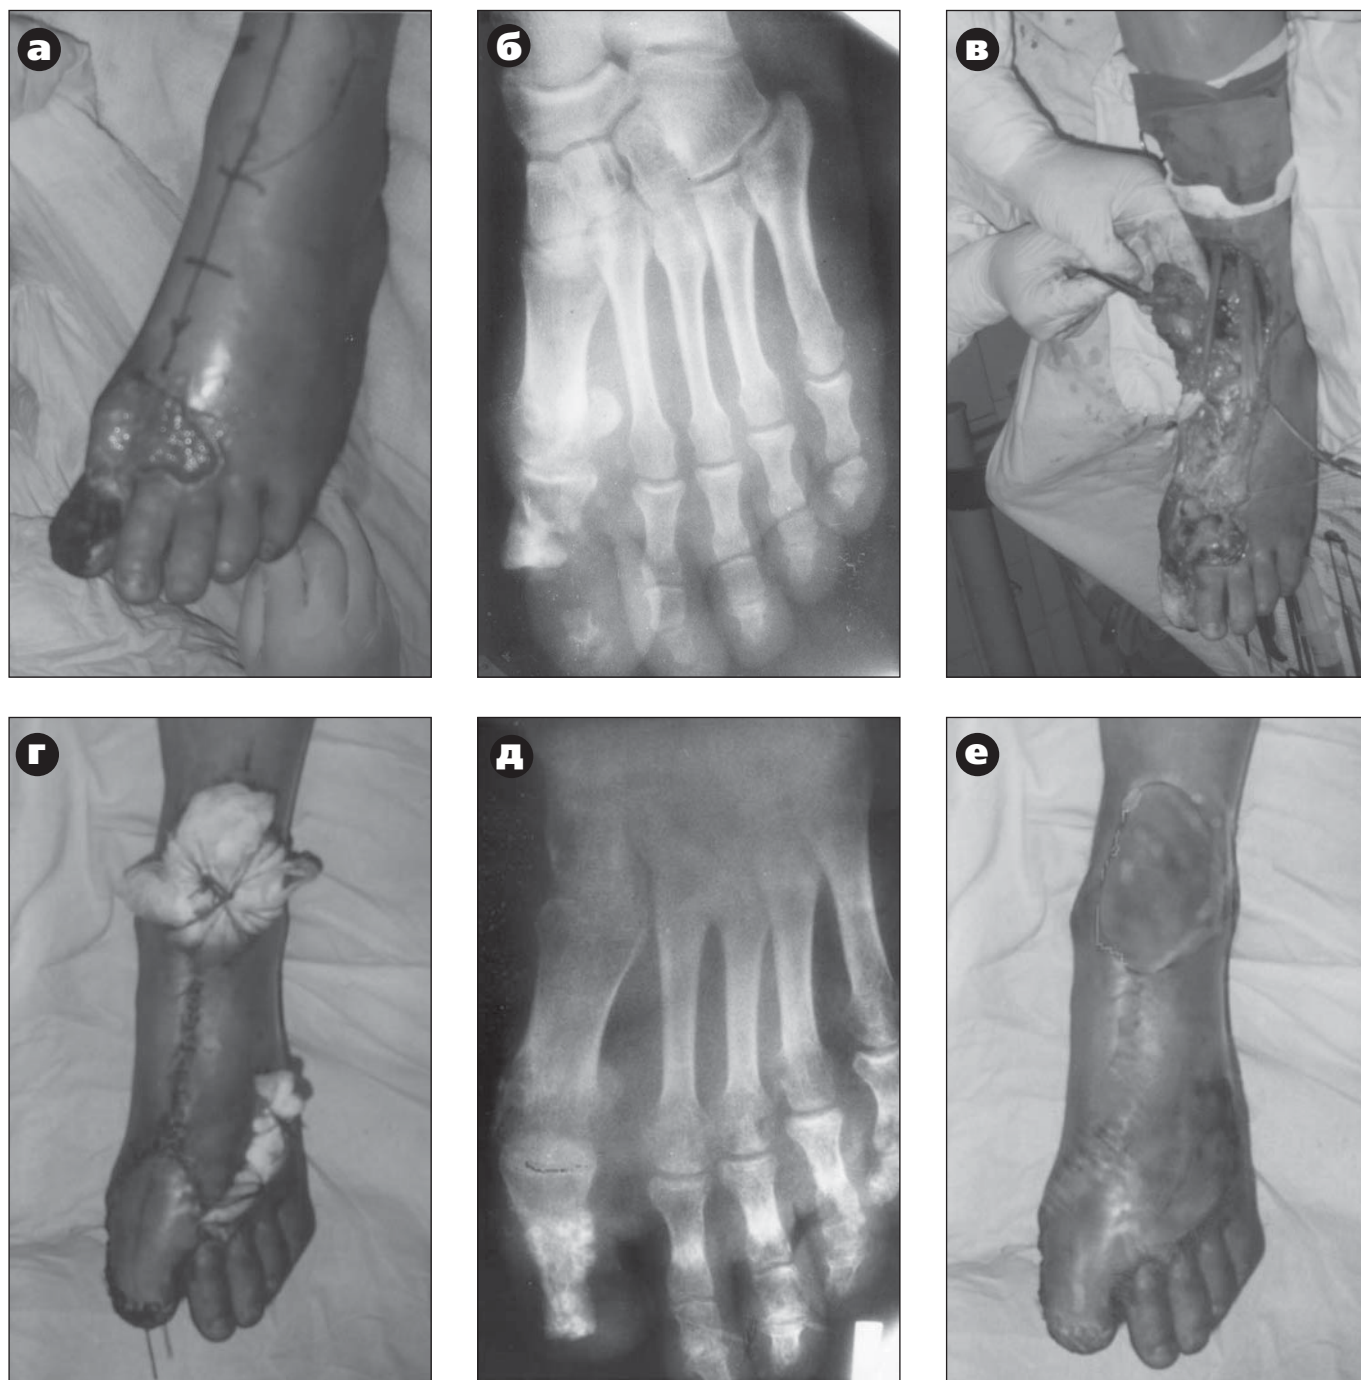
а – остеомиелит основной фаланги первого пальца и дефект мягких тканей; б – рентгенограмма до операции; в, г – этапы операции; д – рентгенограмма стопы через 1 год после операции; е – результат операции через 1 год.
